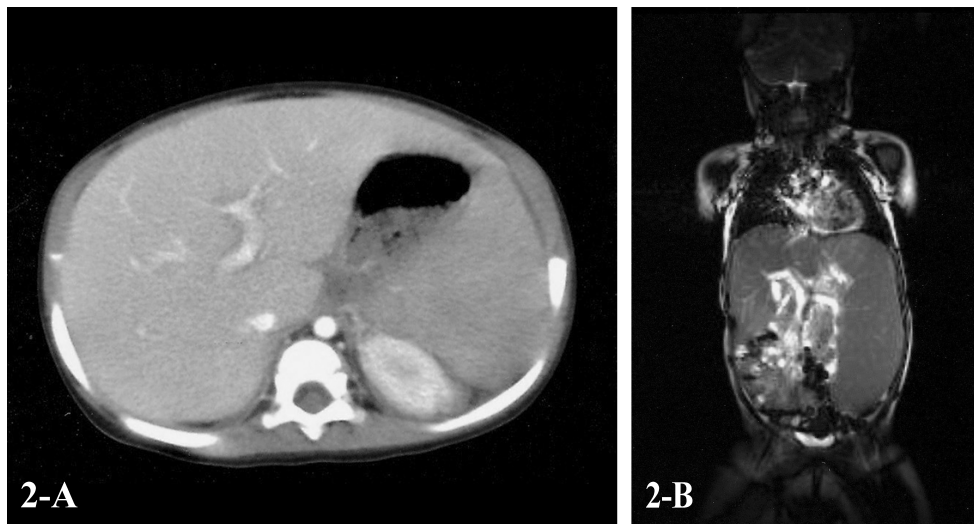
Hepatosplenomegaly in CT image(A) and MRI image(B)
